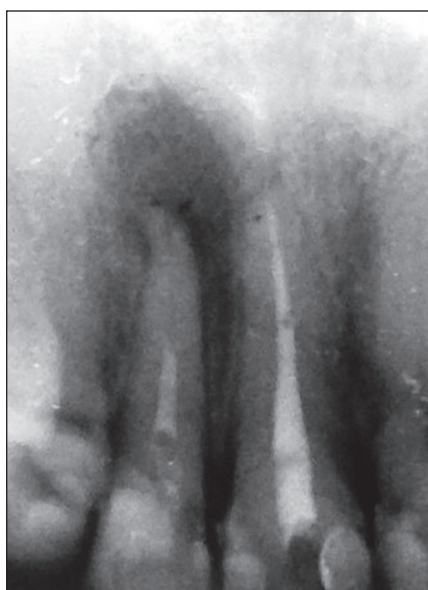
Диагностическая рентгенограмма зуба 1.2 пациентки Ф. В канале – фрагменты пломбировочного материала
